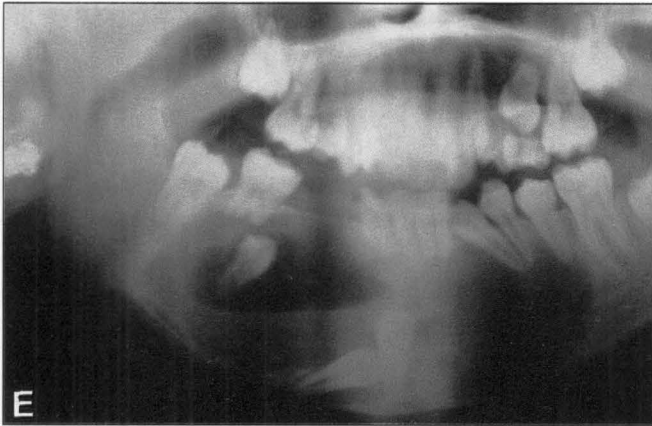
Caso n° 3: Ortopantomografía a los 8 meses que muestra la regeneración de las corticales y de la basilar mandibular.
